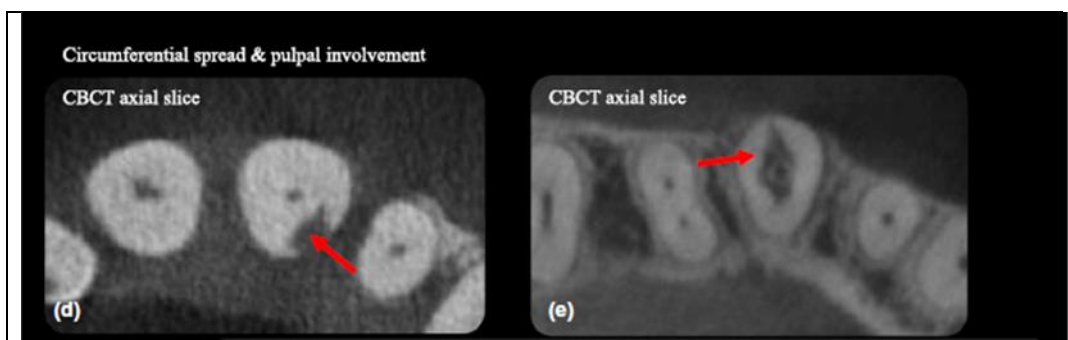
(b) se obs circunferencia de lesión ECR y su proximidad a la pulpa se observa imágenes axiales de CBCT (d) Corte axial del diente 21, demuestra un tamaño Ad ($\leq 90^\circ$ de lesión, confinado dentro de la dentina) (e) Diente 24 que muestra un tamaño Dp (lesión $> 270^\circ$ con probable afectación pulpar).
